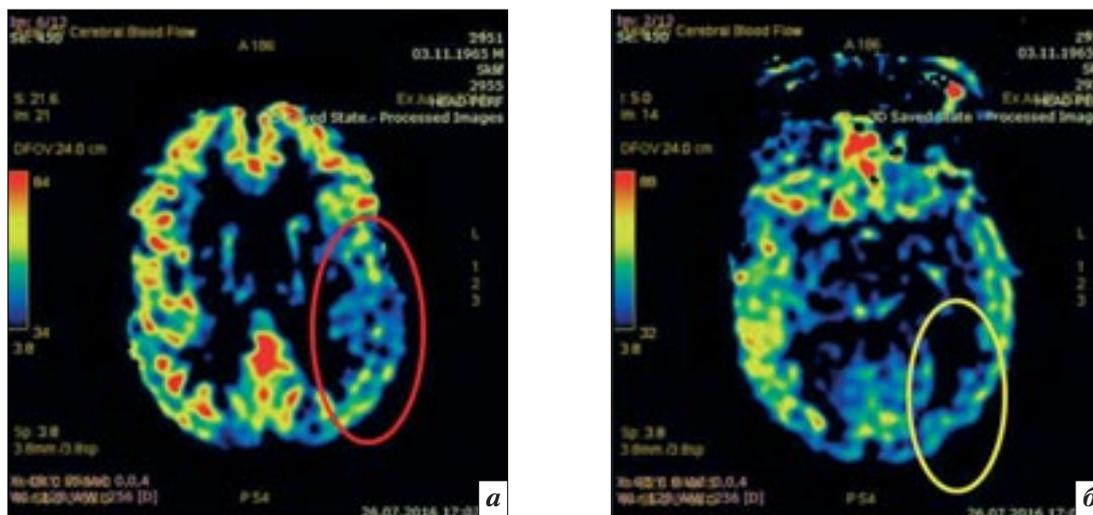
Данные предоперационного обследования больного Б., 50 лет: бесконтрастная МР-перфузия. Отмечается снижение перфузии в левой теменной (*а*: обозначено красным овалом) и височной (*б*: обозначено желтым овалом) долях
